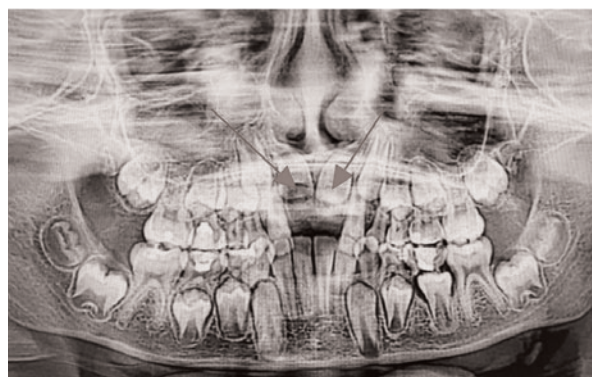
Ортопантомограмма пациента. Сверхкомплектные зубы в области комплектных 1.1 и 2.1
